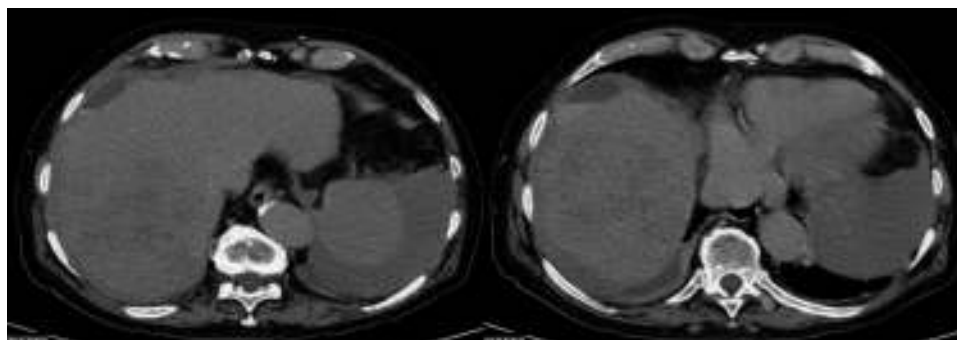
Tomografía axial computarizada de abdomen: hematoma subcapsular y hemoperitoneos.
